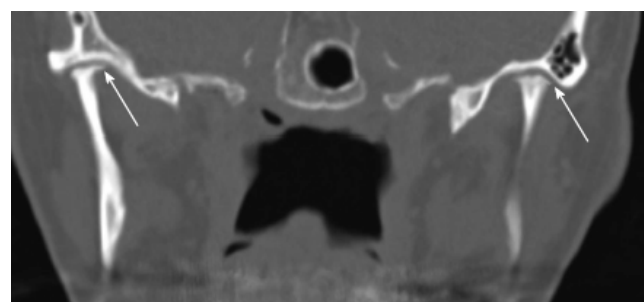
Ідіопатична резорбція виросткового відростка. Корональне реконструйоване зображення комп'ютерної томографії через скронево-нижньощелепний суглоб у молодого пацієнта демонструє двобічну виражену резорбцію виросткових відростків (стрілки) без ознак дегенеративних змін у порожнині суглоба
